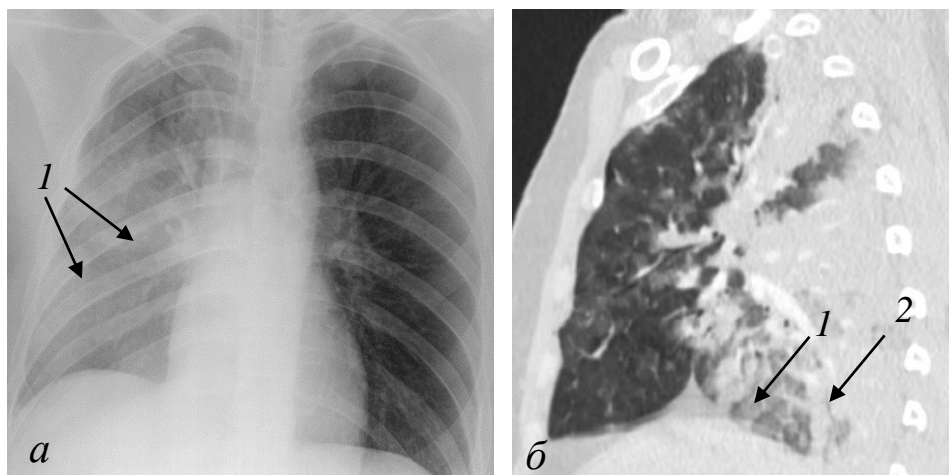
Смешанный постперфузионный отёк лёгкого (пояснения в тексте). Пациент Ч., 30 лет. Состояние после удаления метастаза из S3 справа, ИХПЛ цисплатином 260 мг, а – обзорная рентгенограмма груди в положении лёжа на вторые сутки после операции, б – сагиттальная реконструкция КТ груди в легочном окне на пятые сутки после операции
